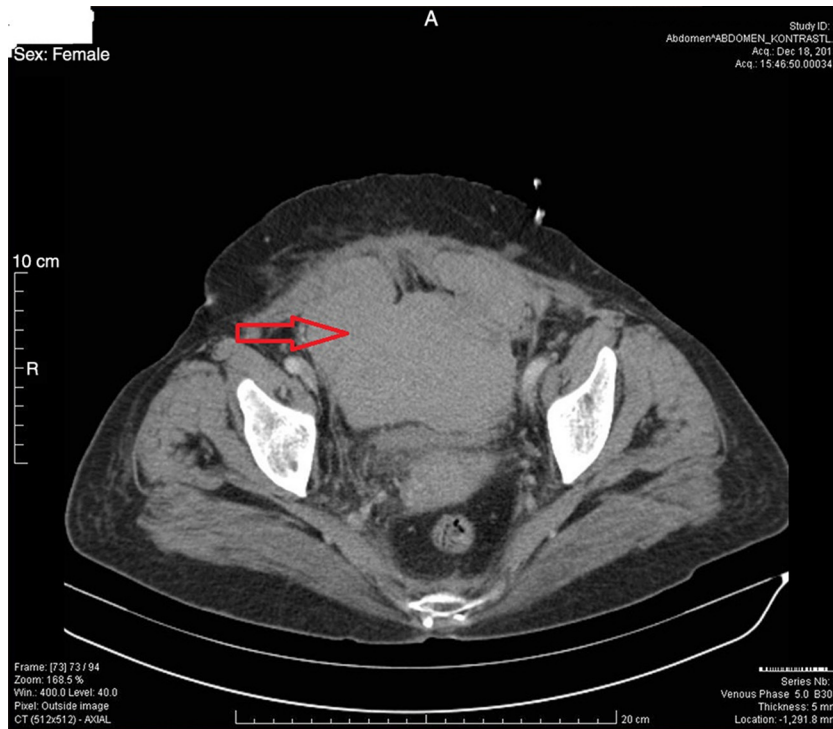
Imagen de TC de un HEVR de grado III.
